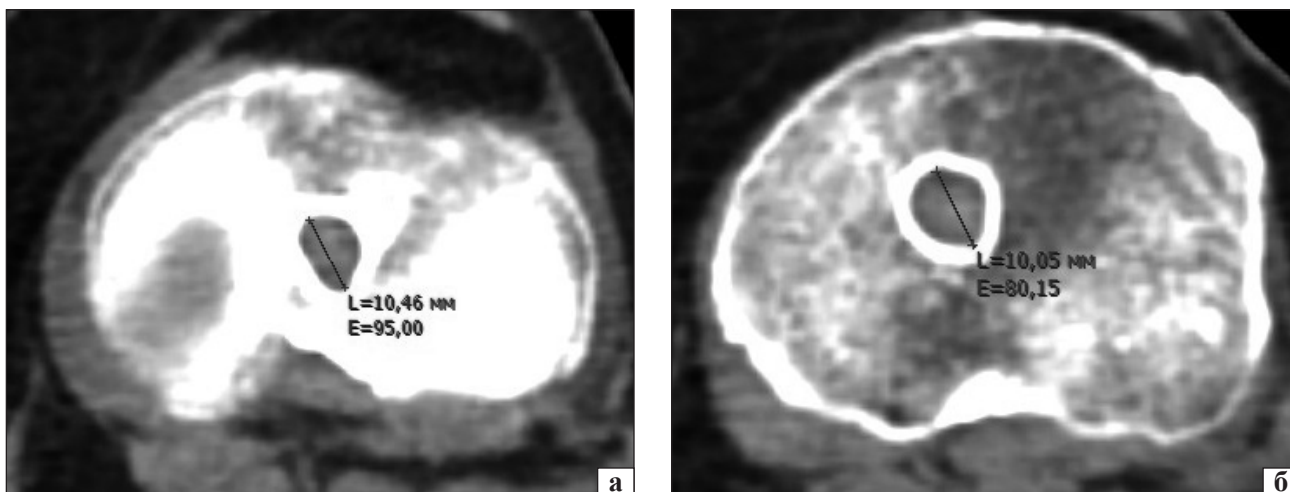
Аксиальная томограмма мыщелков большеберцовой кости: измерение диаметра костного канала на входе (а) и в его средней части (б)
